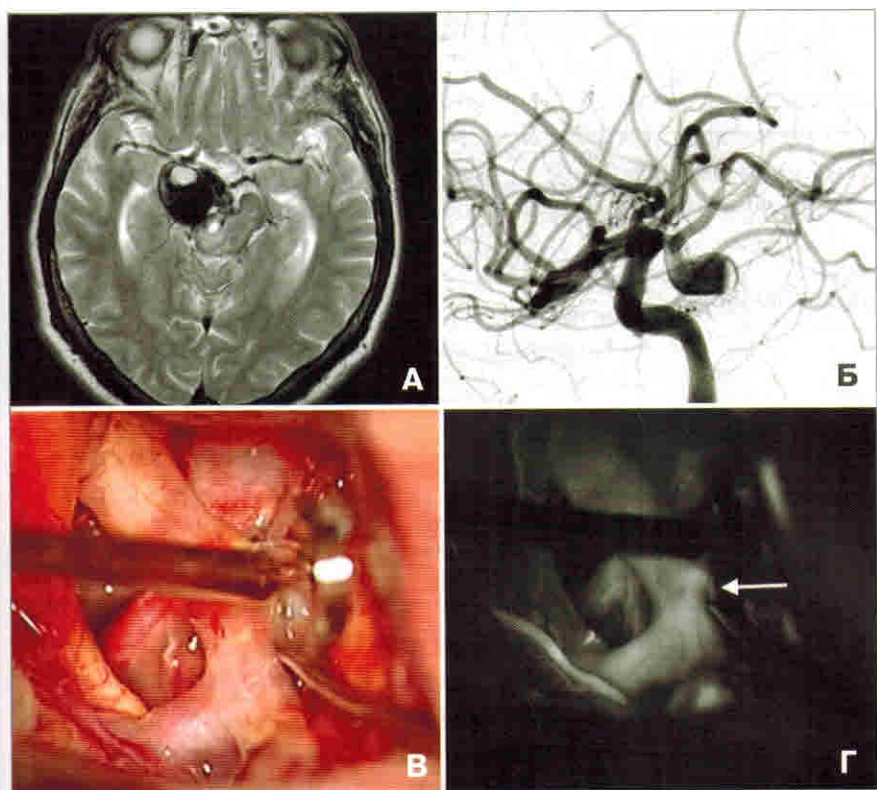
СКТ-ангиография больной Б. А — визуализируется гигантская, частично тромбированная аневризма правой ВСА. Б — при КАГ справа контрастируется только часть аневризмы. В — интраоперационная фотография после наложения клипсы. Г — при ИФА подтвержден кровоток в передней ворсинчатой артерии (указана стрелкой), аневризма не заполняется.
